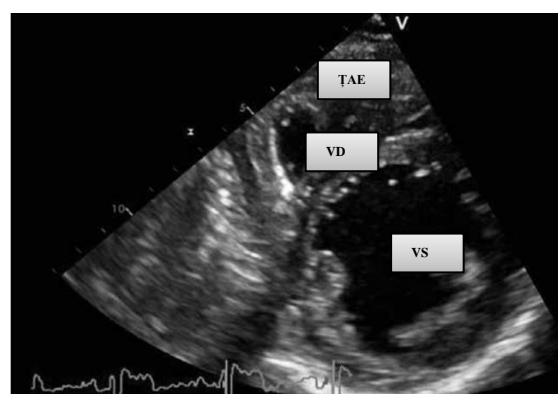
Măsurarea grosimii țesutului adipos epicardic în fereastra parasternală – ax scurt, este marcată de săgeata albă bidirecțională (TAE – țesutul adipos epicardic; VS – ventricul stâng; VD – ventricul drept) [70].
